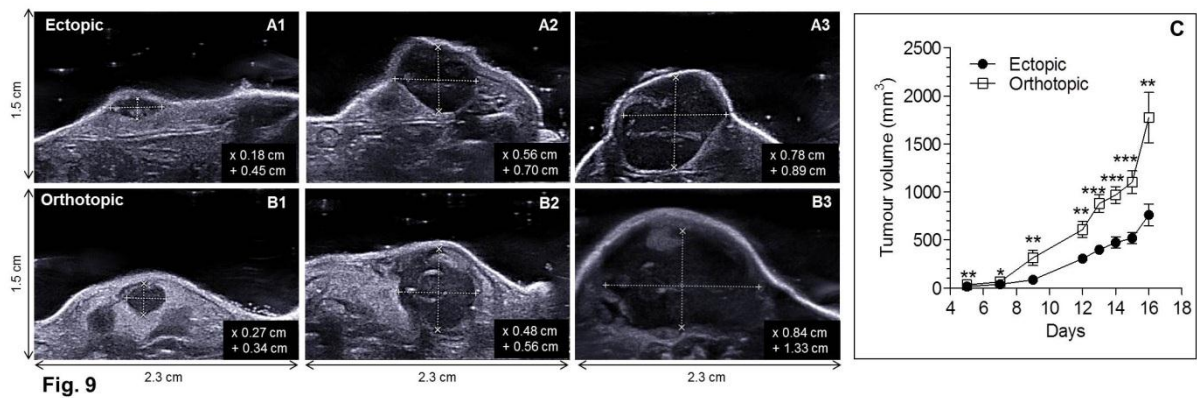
Ultrasound longitudinal monitoring of tumour volume.
